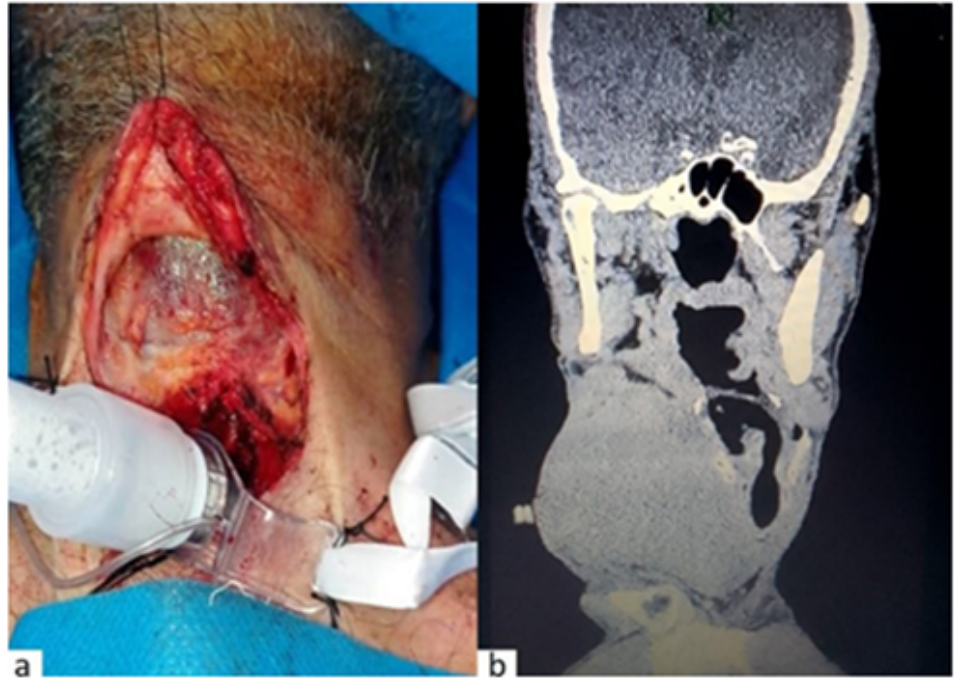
Incisión de Lahey para patología no convencional neoplásica. a. Extenso cáncer anaplásico de glándula tiroides. Traqueostomía. Biopsia incisional de la neoplasia. b. Tomografía axial computarizada para localizar la vía aérea en tumor tiroideo anaplásico.
